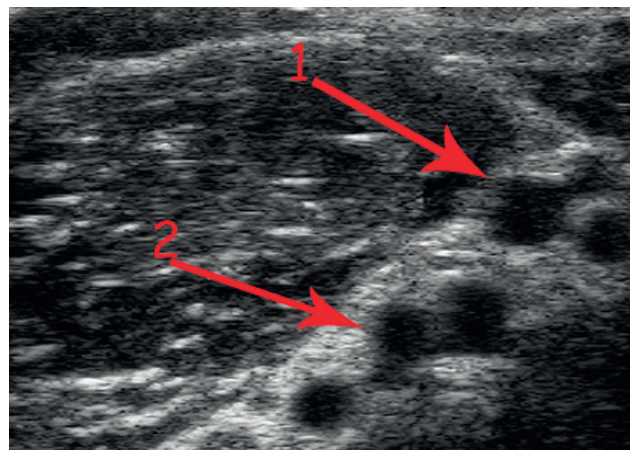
Aspect échographique des veines radiales et ulnaires (cubitales) au 1/3 moyen de l'avant-bras. 1. Artère et veines radiales. 2. Artère et veines ulnaires. Au 1/3 moyen de l'avant-bras, par voie antérieure, les veines ulnaires sont nettement plus profondes que les veines radiales.
